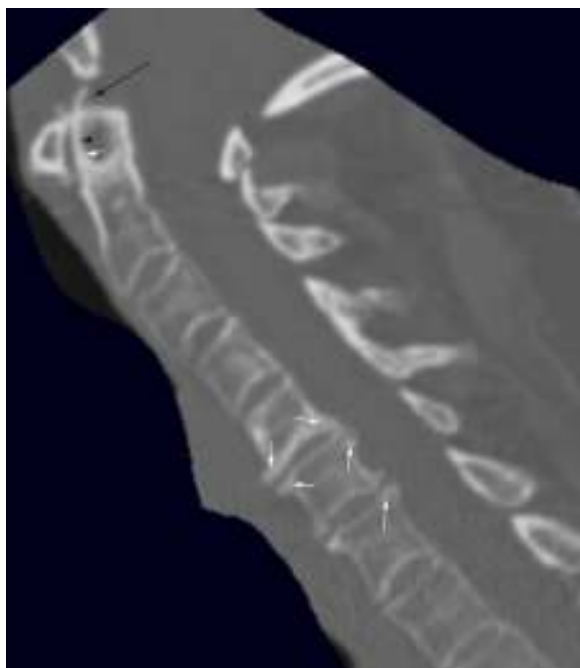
Tomografía computarizada multidetector con reconstrucción MPR en plano sagital de osteoartrosis multiniyel que afecta tanto a la articulación atlo-odontoidea como a la columna cervical baja. Pérdida del espacio atlo-odontoidea, esclerosis subcondral y calcificación del ligamento apical (flecha negra larga). En el nivel C4-C5 presenta disminución del espacio intervertebral, osteofitos posteriores que improntan sobre el conducto espinal (flechas blancas).
